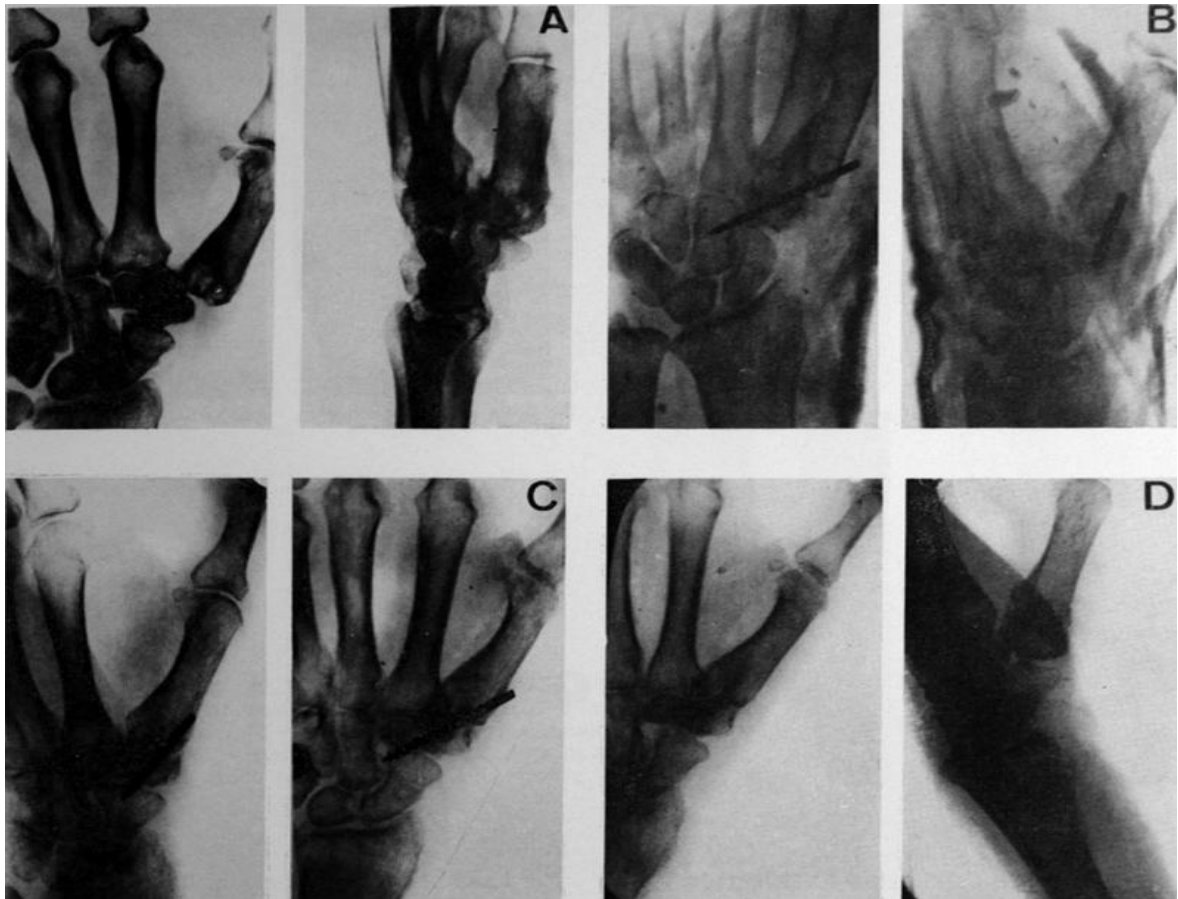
H.^a 1.758. P. J. C. L. Mujer, cincuenta y cinco años. A) Artrosis trapeziometacarpiana muy dolorosa.—B) Artrodesis y fijación con aguja de Kirschner y muñequera de yeso.—C) Fusión completa a los cuatro meses.—D) Radiografía de control al año.
